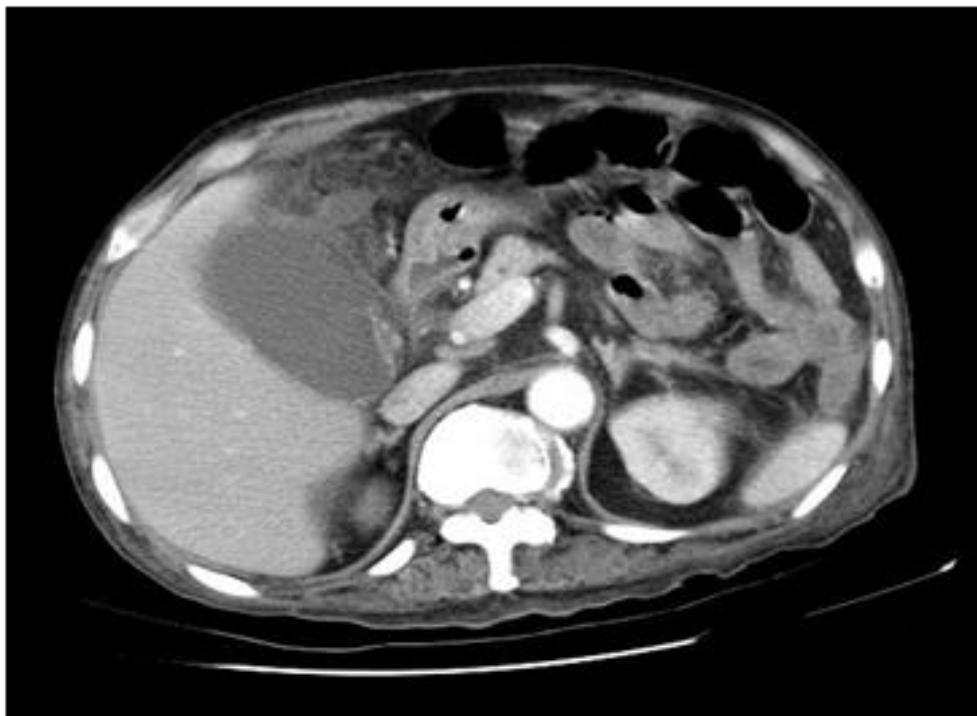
Abdominal CT revealed gallbladder distension and sludge with pericholecystic infiltration.
